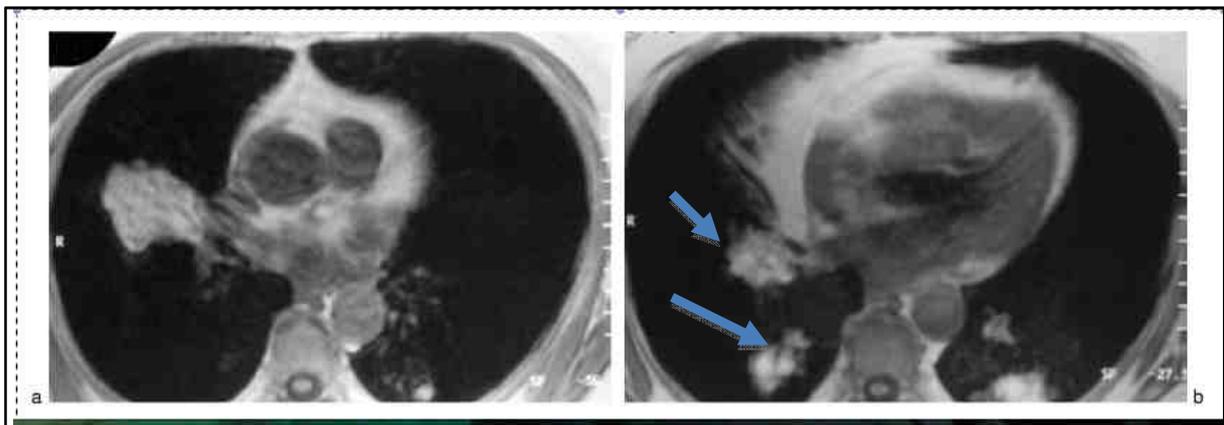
(a et b) : IRM coupe axiale pondérée en T1
